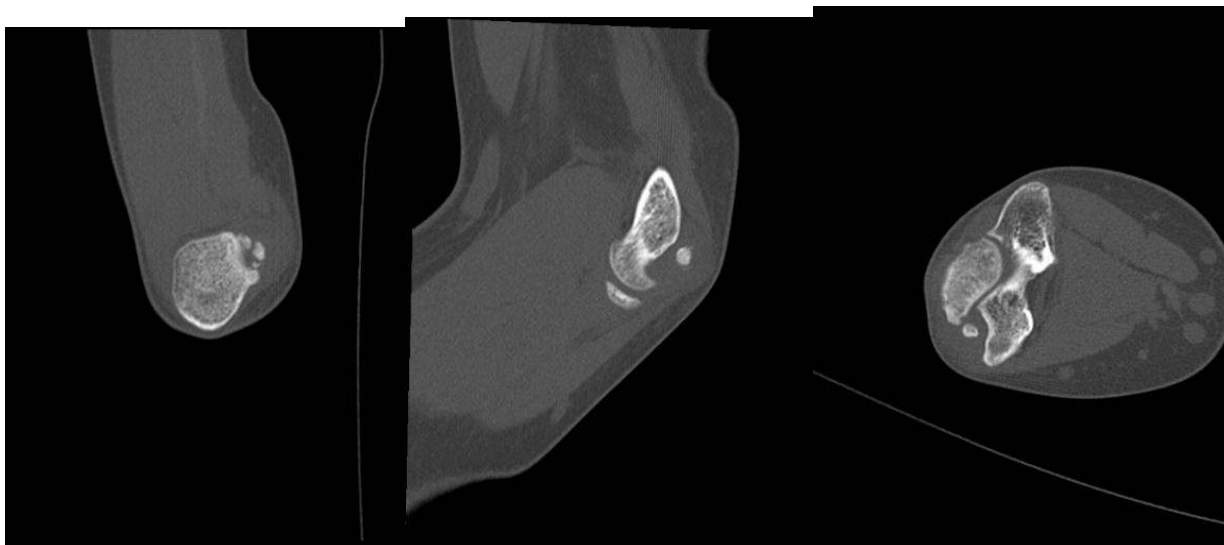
平成 22 年 3 月 4 日 (1 回目) の CT 写真
